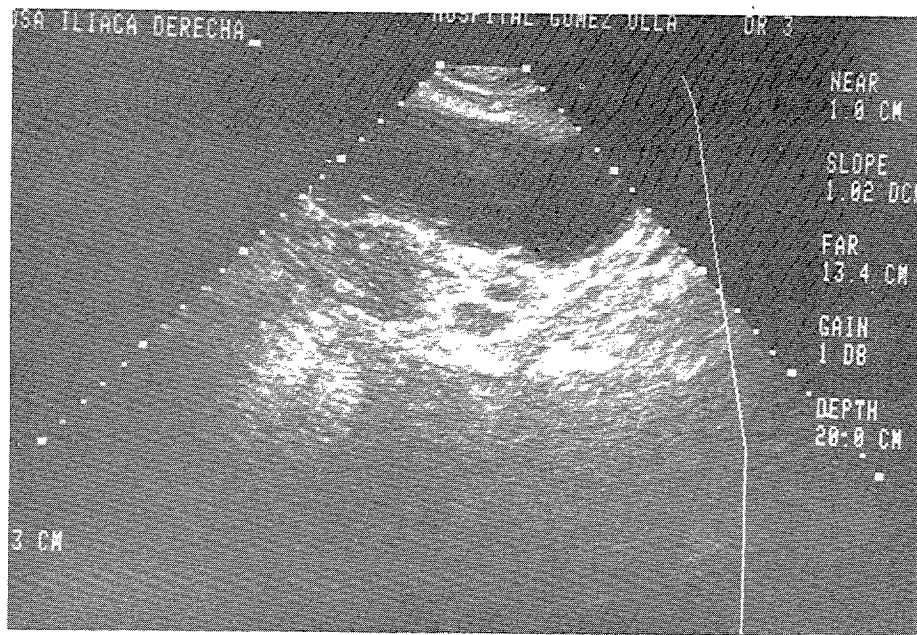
Ecografía de fosa iliaca derecha mostrando colección líquida bien delimitada.
